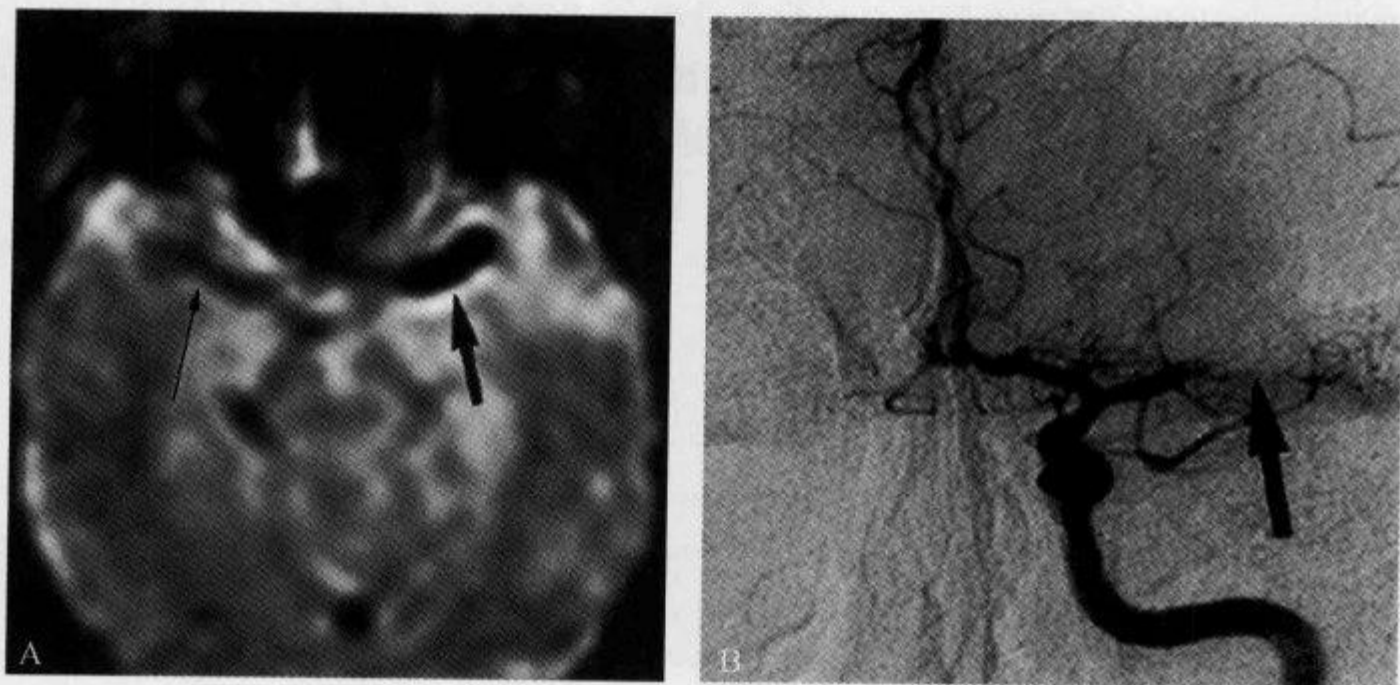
急性右偏瘫, MRI 轴位 T_2 像示“大脑中动脉磁敏感征”
